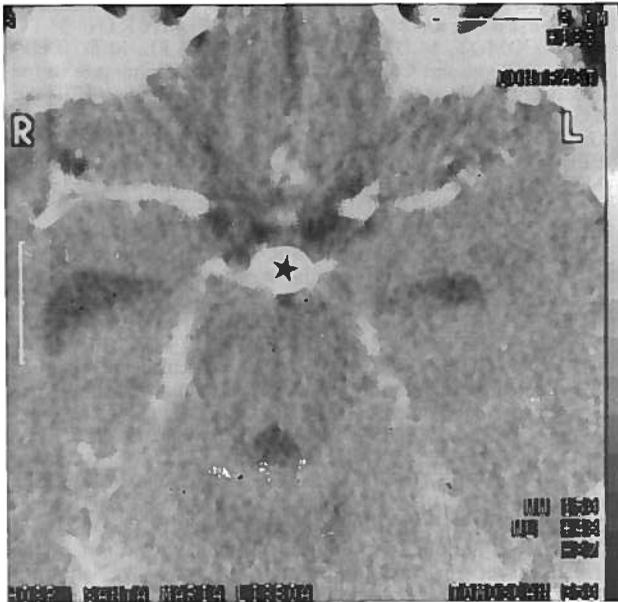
Tomografia Computorizada com contraste IV quatro dias após a intervenção em que não se observa captação em redor do balão (estrela).
